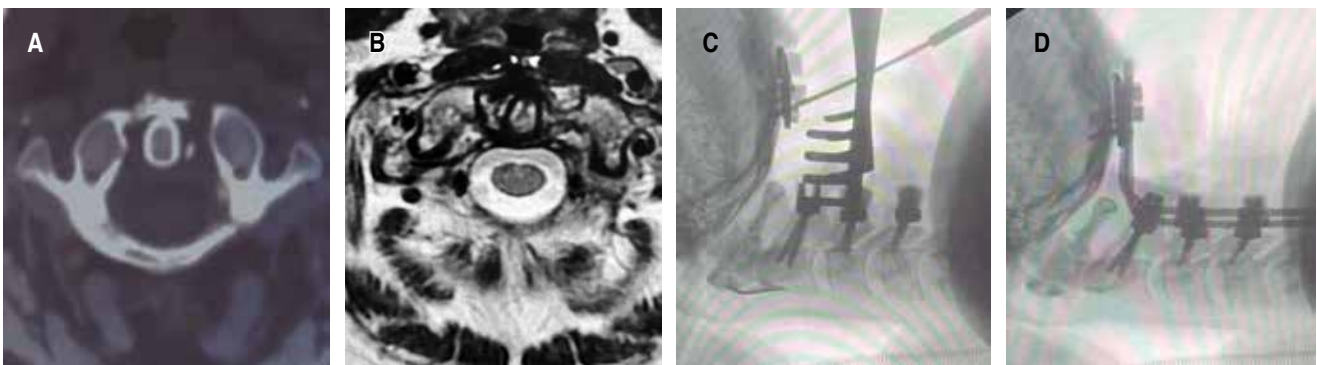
A) Tomografía computarizada axial de fractura de arco anterior y posterior izquierdo C1. B) Resonancia magnética axial T2 disrupción ligamento atlanto-axoideos. C) Fluoroscopia transquirúrgica mostrando colocación de placa occipital. D) Fluoroscopia transquirúrgica observándose sistema de fijación C2-C3-C4 más placa occipital.
